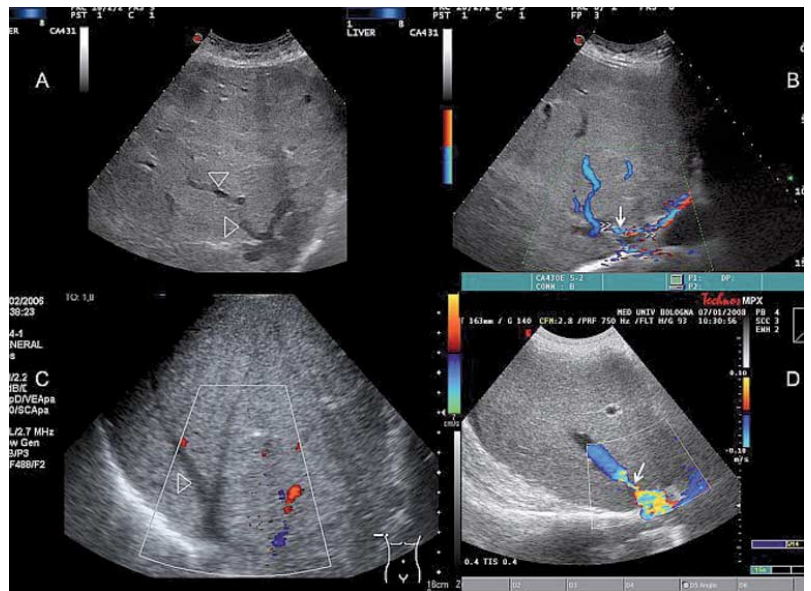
Doppler-Befunde bei einem Patienten mit Budd-Chiari-Syndrom. Die Lebervenen sind morphologisch verändert, in diesem Fall zeigen sich torquierte fragmentierte Venen (A, leere Pfeilspitzen) und neu gebildete venöse Gefäße (A und B), die den Blutfluss zu einer anderen Lebervene über eine enge Kollaterale (Pfeil) zur Vena cava inferior ableiten. Ein kompletter Verschluss der Lebervenen führt zum Fehlen jeglicher Farbsignale innerhalb der Lebervene (C, leere Pfeilspitze). Es ist zu beachten, dass die PRF auf niedrige Werte eingestellt und die Sensitivität des Farbdopplers erhöht werden sollte, um möglichst langsame Strömungsgeschwindigkeiten zu detektieren. Auch gilt es, fokale Stenosen an einem turbulenten Durchfluss (Pfeil, D) zu erkennen.
